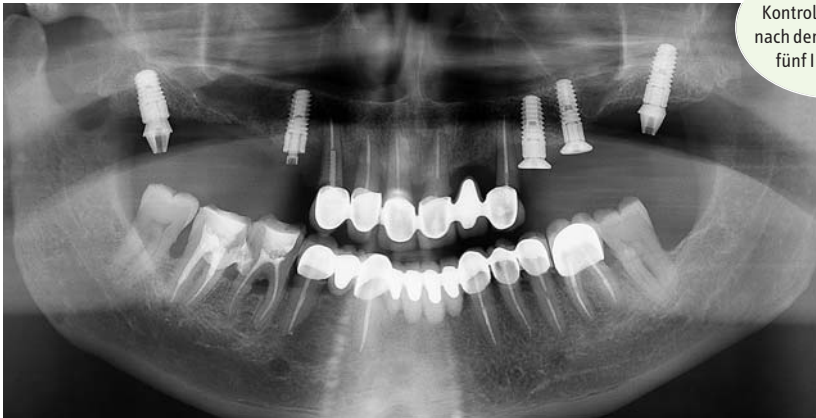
Das Kontrollröntgenbild nach der Insertion der fünf Implantate.
